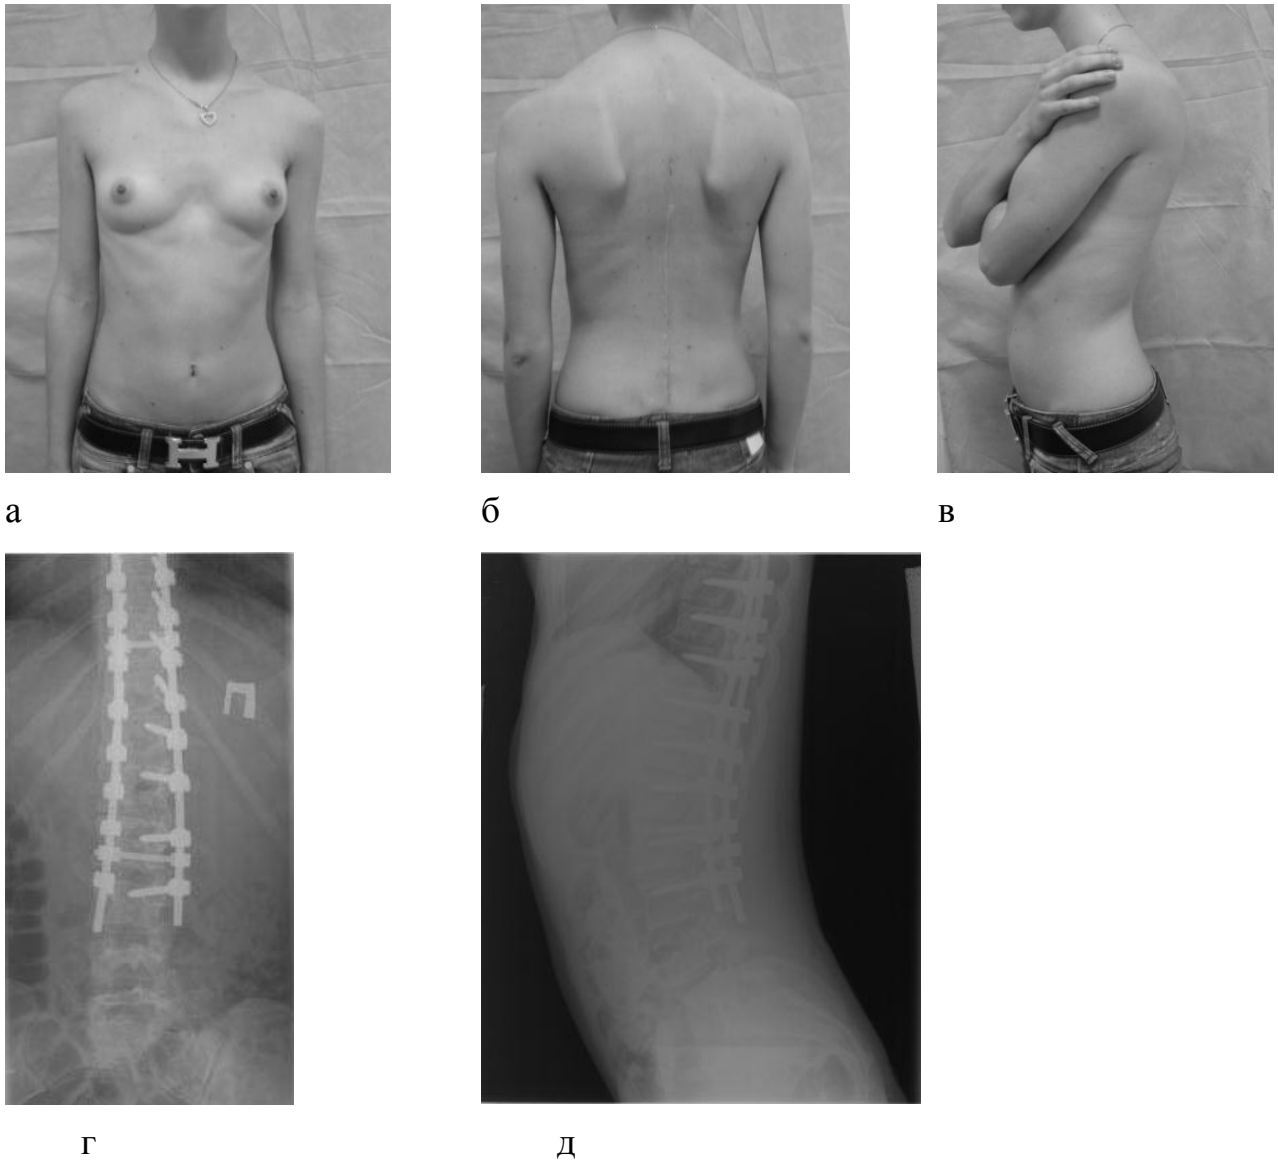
Пациентка О., 17 лет, после оперативного лечения: а, б, в – вид спереди, сзади и сбоку; г, д – рентгенограммы в прямой и боковой проекциях: остаточная величина правосторонней сколиотической дуги Th11–L4 = 5°
